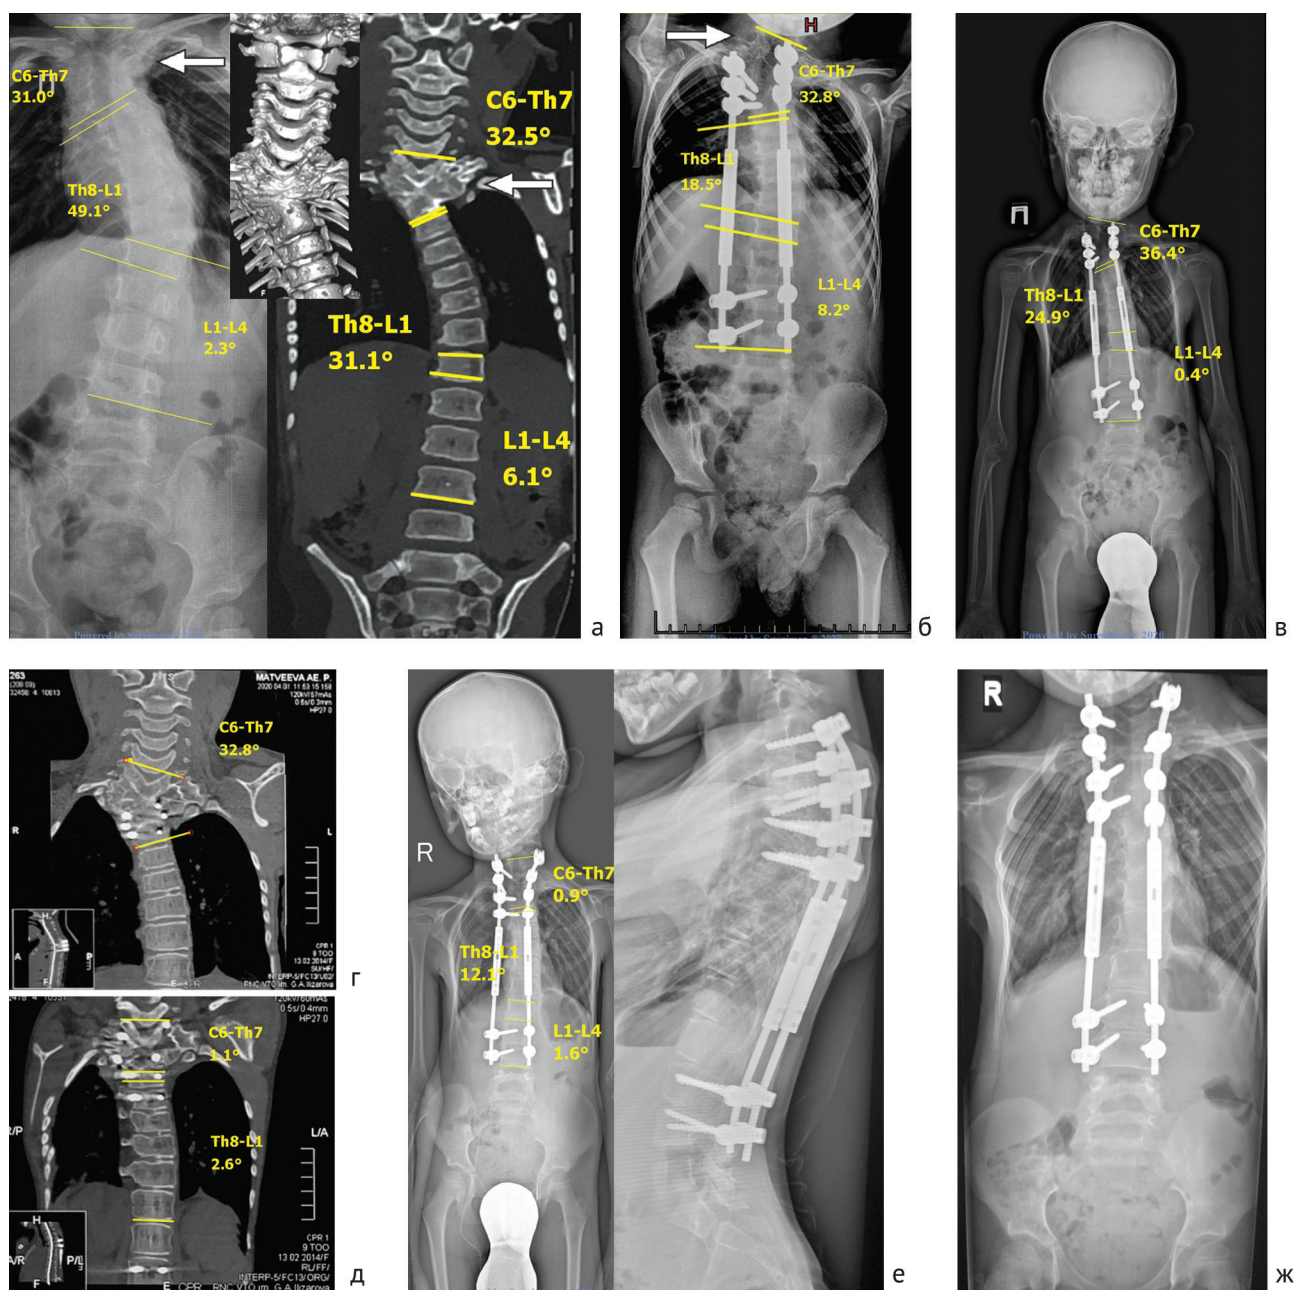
Рентгенограммы и КТ позвоночника девочки, 3 года 2 месяца, со сколиозом грудного отдела на фоне множественных аномалий развития и сегментации позвонков
